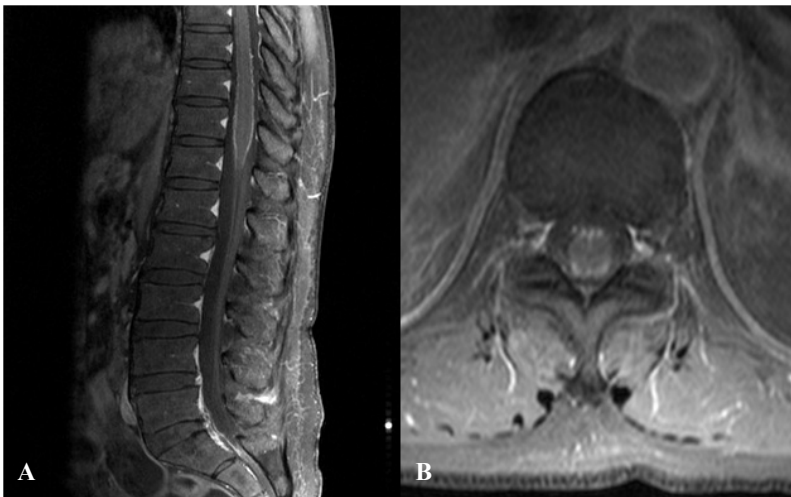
Contrast-enhanced T1-weighted spine MR images show prominent enhancements in the spinal nerve roots of the conus medullaris and cauda equina (A, B).
